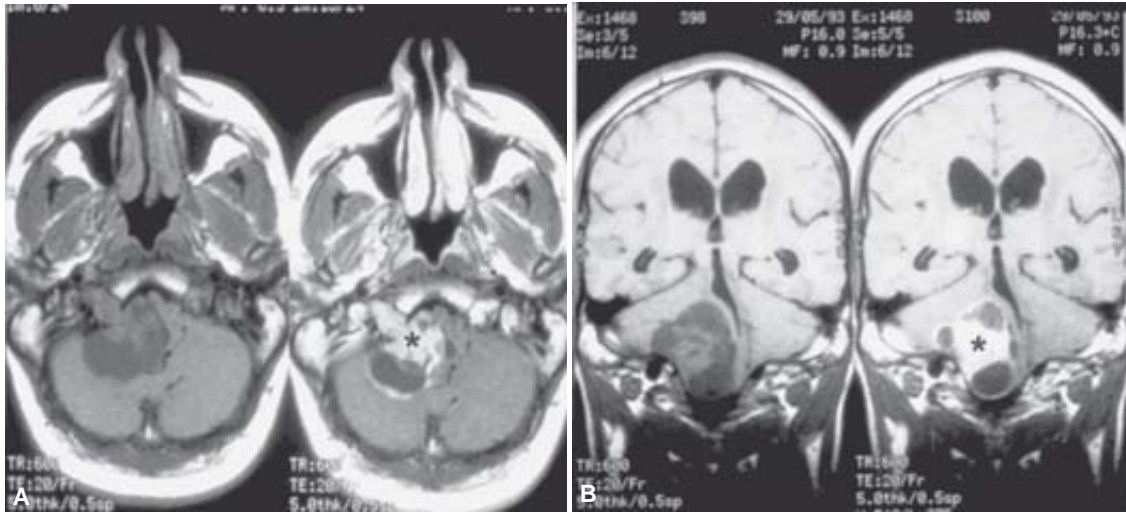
Schwannoma del hipogloso. IRM axial y coronal, simple (A) y con Gadolinio (B). Lesión expansiva en el canal condíleo anterior con componentes quísticos en fosa posterior, que refuerza con el medio de contraste (*).
